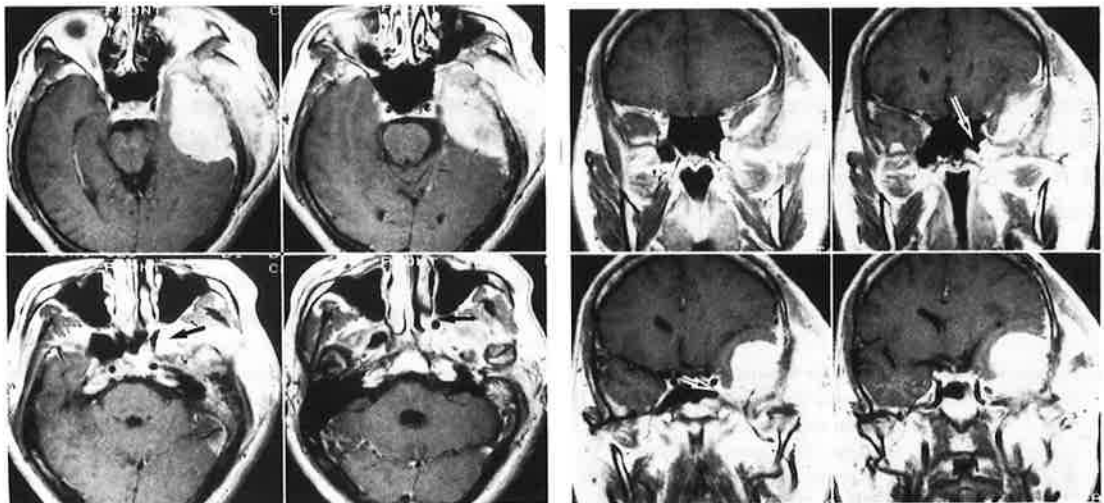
Preoperative MRI, axial (left) and coronal (right) scans demonstrated a large mass in the left middle cranial fossa (T1-weighted images, with contrast enhanced medium). Arrows indicate pterygoid extension of the sphenoid sinus.
